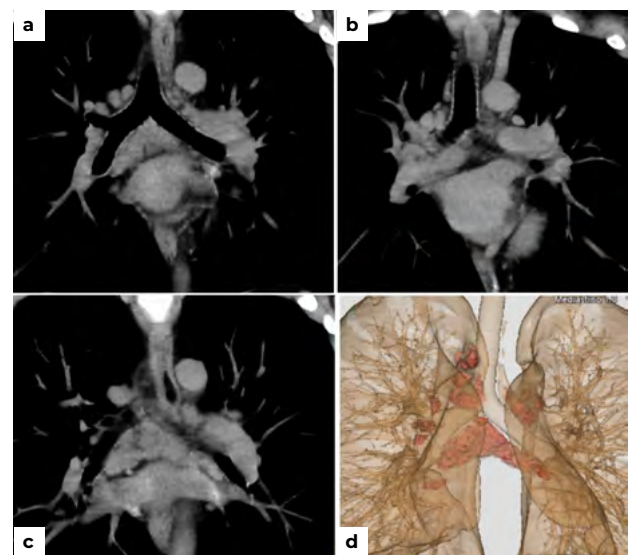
TC simple de tórax. Reconstrucciones coronales de mediastino (Vol. Rend a,b,c) y 3D (d) muestran la presencia de múltiples adenopatías de tamaño variable en los niveles paratraqueal inferior derechos, subcarinales e hiliares bilaterales.
